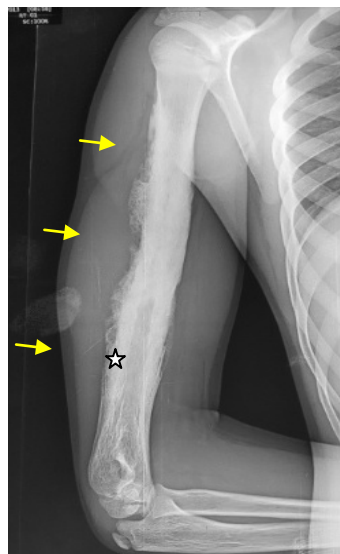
Sarcome d'Ewing de la diaphyse humérale chez un garçon de 11 ans d'aspect mixte très étendue métaphyso-diaphysaire avec une réaction périostée discontinue en feu d'herbe (flèches jaunes) sur la radiographie standard de face du bras droit.
